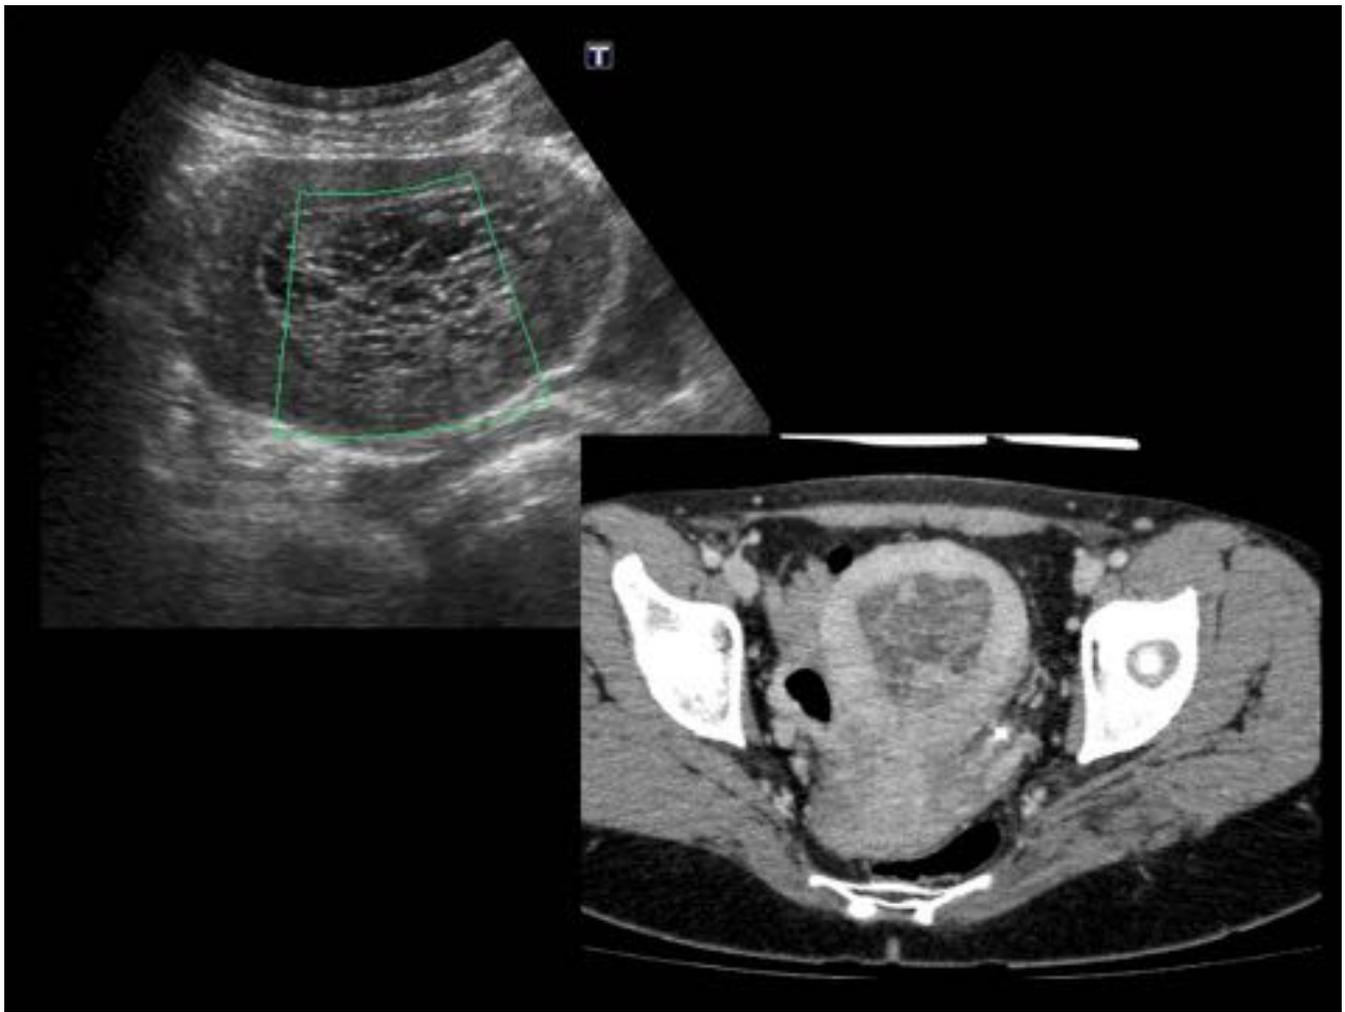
Neoplasia de mama. Tratamiento con Tamoxifeno. En US/TAC masa multiquística intrauterina: Hiperplasia Endometrial Quística.
